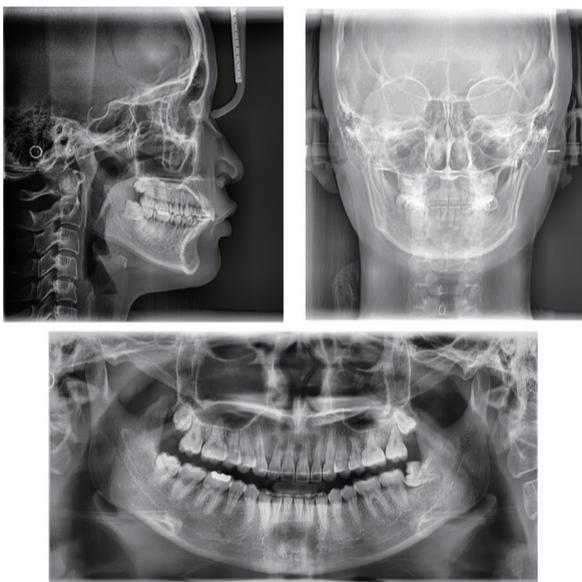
치료 후 방사선 사진 및 파노라마 방사선 사진
